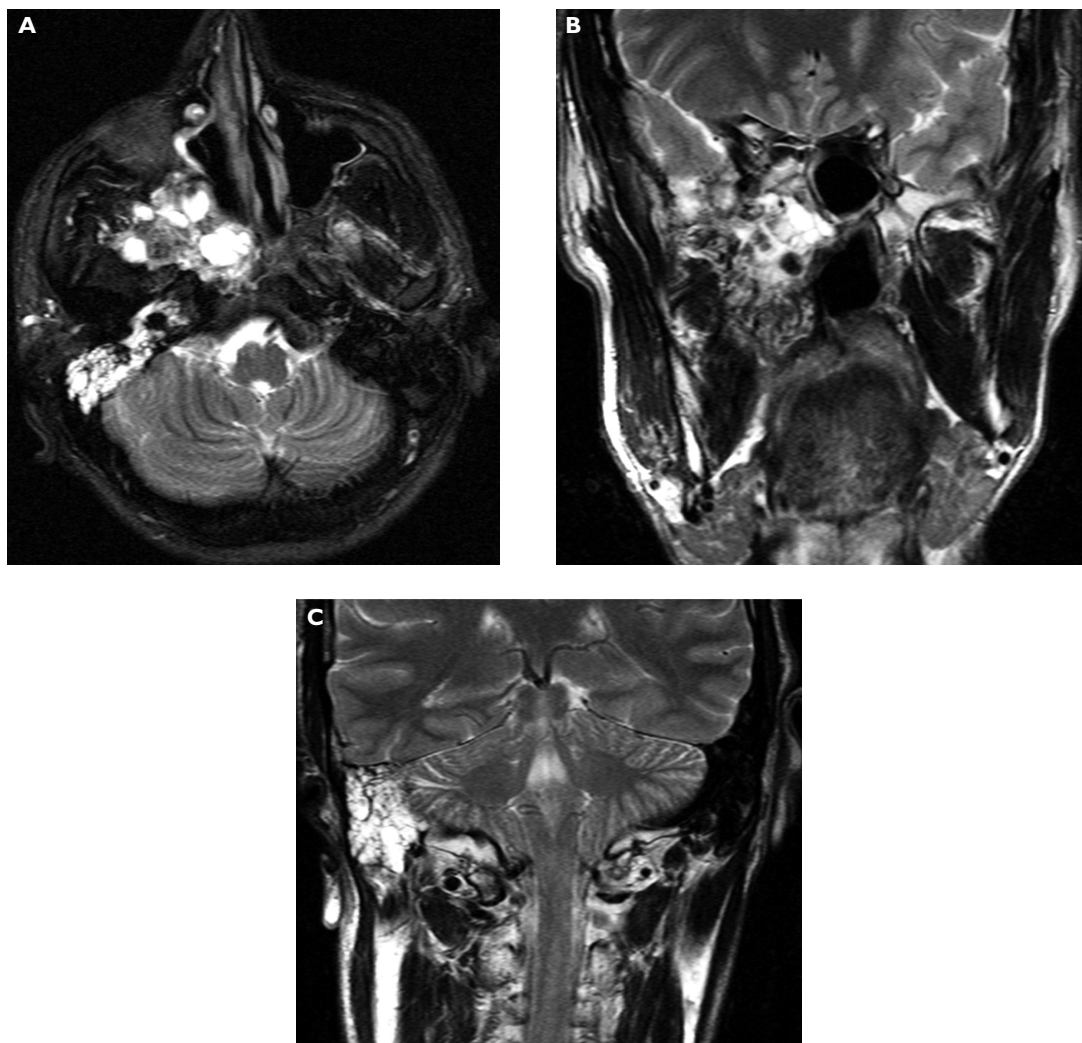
Figure 4ABC. Nuclear magnetic resonance imaging (22th October 2009). Tumour extension comparable to the state from 18 June 2009 with exudate in the tympanic cavity
